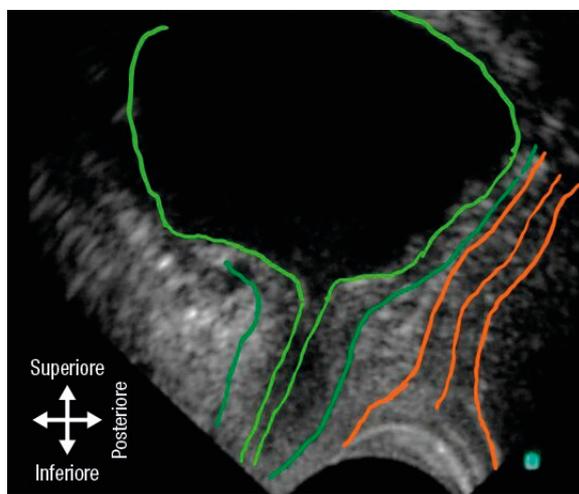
Ecografia transvaginale. In verde i limiti di uretra e vescica; in arancione le pareti vaginali.
